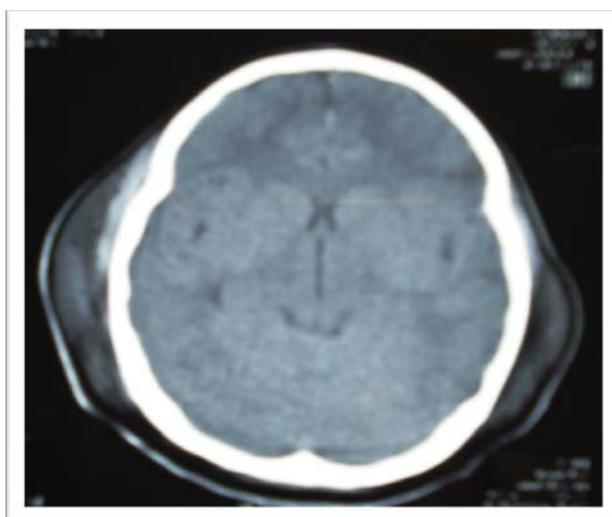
Imagen que muestra la Tomografía de la paciente del caso 4. En esta imagen se observa Edema cerebral moderado, hematoma subgaleal bilateral, la imagen fue tomada a su ingreso a la UCIP.
